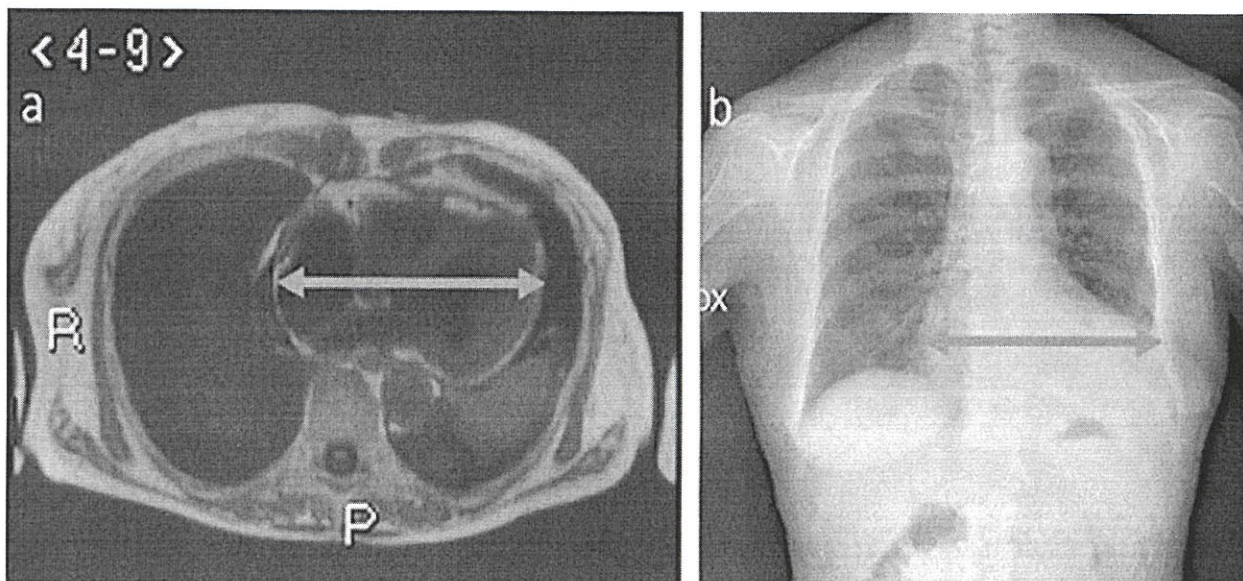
МРТ (слева) и обзорная рентгенография легких (справа). Мужчина, 62 года, увеличение размеров сердца, преимущественно левых отделов, визуализированное на МРТ (синяя стрелка, рис. а) и рентгенологическим исследованием грудной клетки (синяя стрелка, рис. б)
